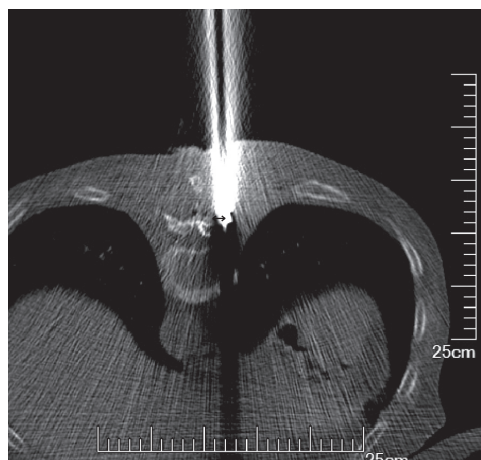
置入环锯后轻旋 2~3 mm,通过 CT 平扫可以判定锚定点位置不佳,经 CT 下测量(黑色箭头所示)需向内微调 4~5 mm
